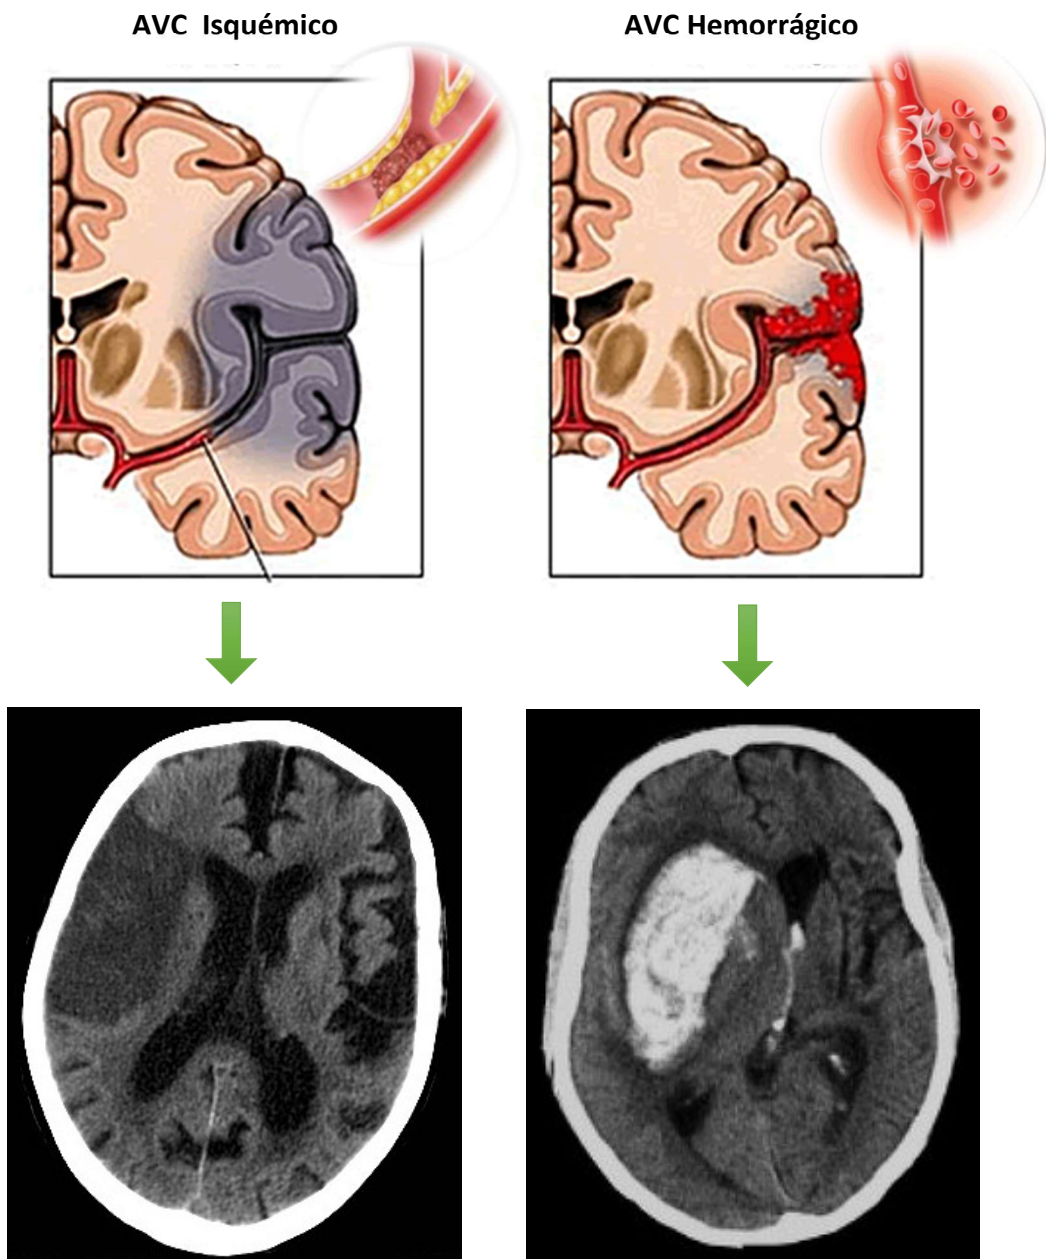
Imagens de TC CE que revelam AVC Isquémico (à esquerda) e AVC Hemorrágico (à direita).
